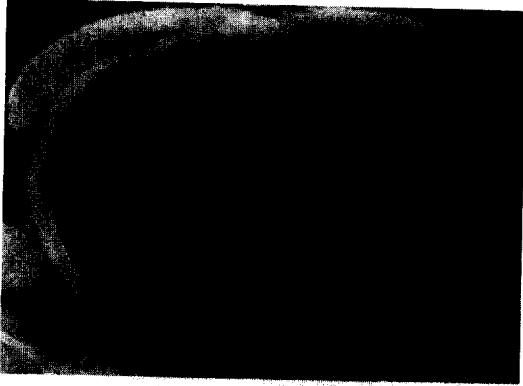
Conventional chest CT scan shows a 5.0 × 4.0cm sized homogeneous, soft tissue density tumor with smooth margin in anterior segment of right upper lobe.
